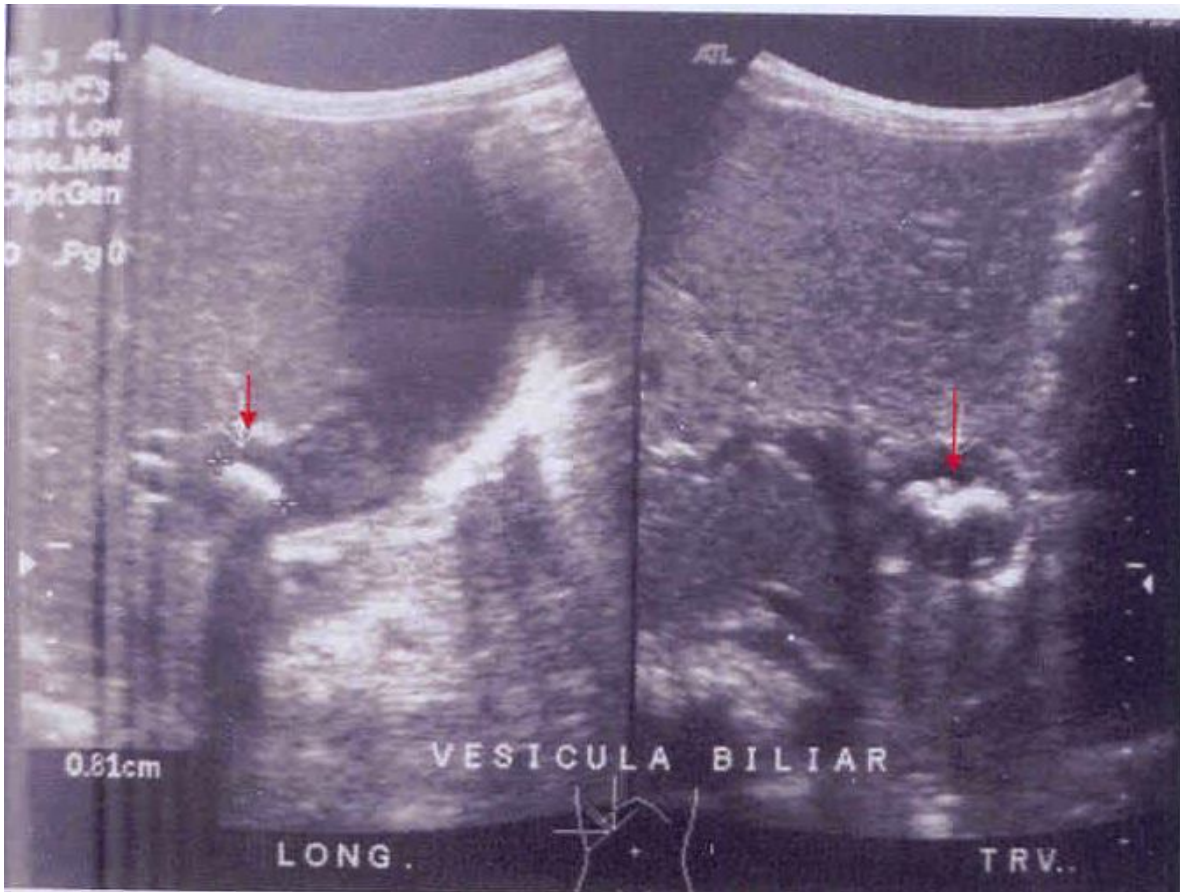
Ultrasonido abdominal, mostrando cálculo de 0.81cm en su interior.
